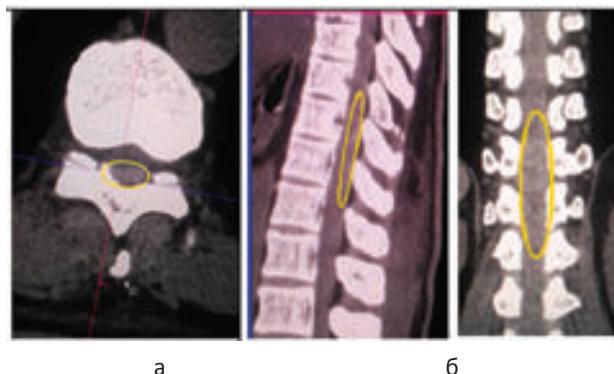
МСКТ грудного отдела позвоночника. По задней стенке спинномозгового канала отмечается вытянутой формы патологический участок плотностью +60 ед. Н с четкими контурами.
